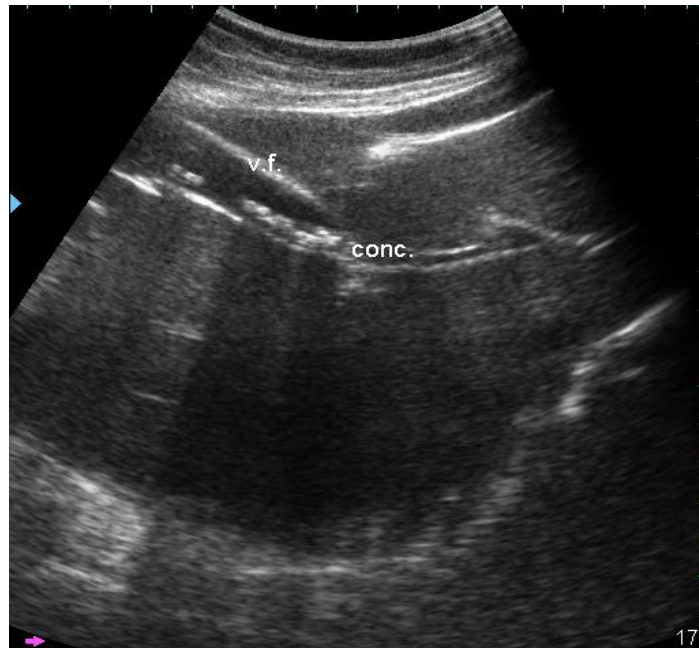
УЗИ. Конкременты в просвете желчного пузыря
